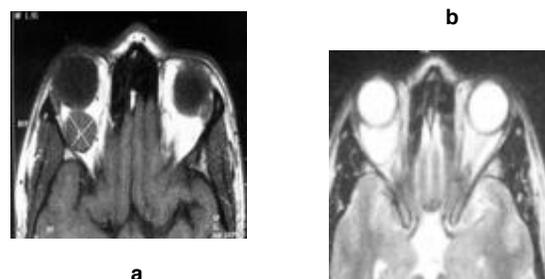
IRM : Masse rétro oculaire, intraconale en iso signal T1 (a) et hyper signal T2 (b).
